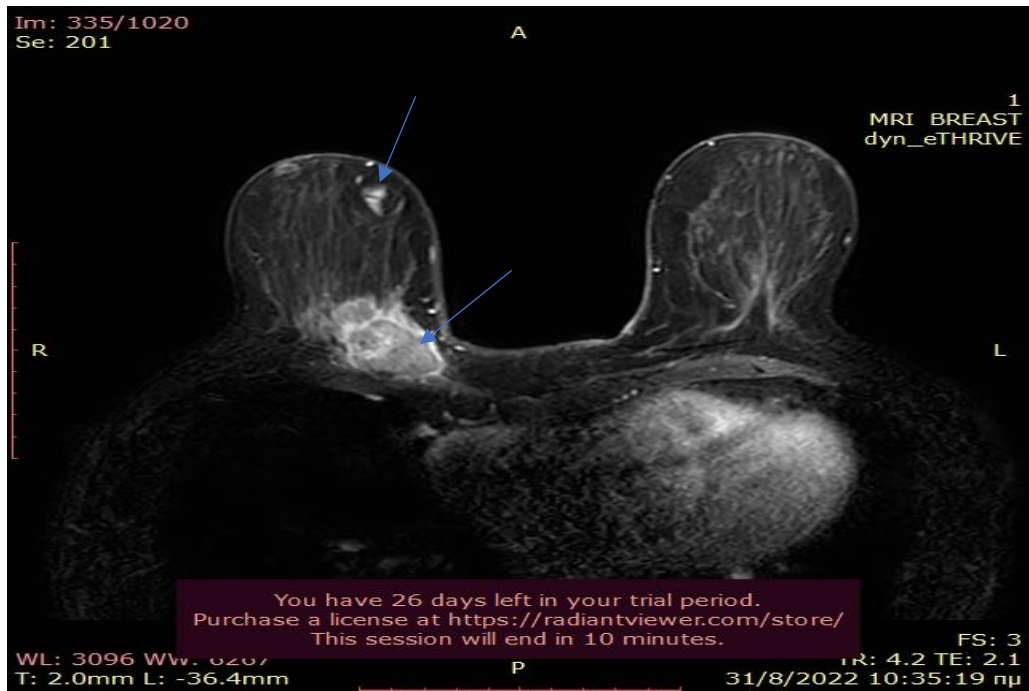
Εγκάρσια εικόνα DWI των αναφερόμενων βλαβών. Πηγή: Εργαστήριο Μαγνητικής Τομογραφίας Γ.Ν.Α. «Ο ΕΥΑΓΓΕΛΙΣΜΟΣ».
